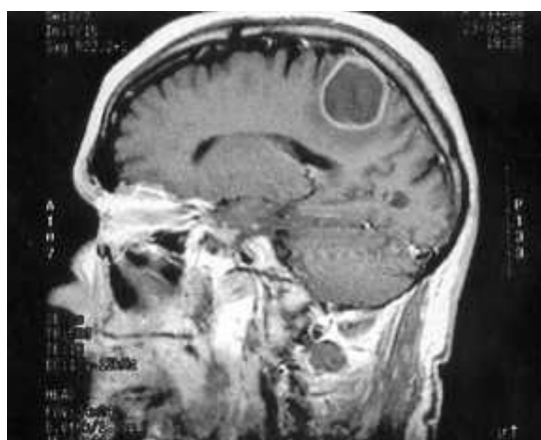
Imagen de RMN que representa un corte sagital de la cabeza en el que se observa una tumoración a nivel del cerebro.
